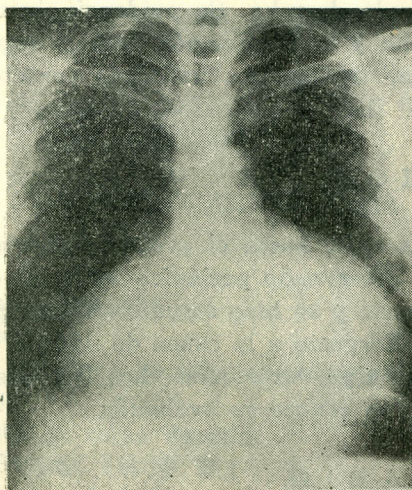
A - La radiografía de tórax en AP de uno de los pacientes en la cual se aprecia la enorme cardiomegalia a expensas principalmente de aurícula derecha y porción atrializada del ventrículo derecho. Nótese que los campos pulmonares son normales.
